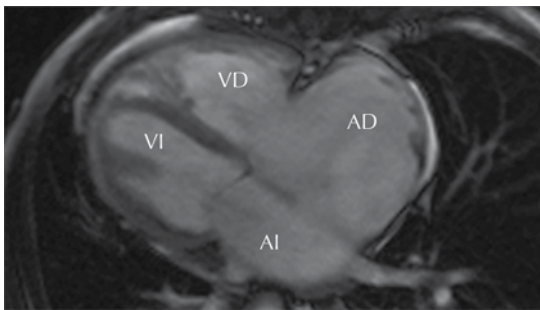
Resonancia magnética: *situs inversus* atrial con dextroápex. La aurícula derecha en este caso en anterior e izquierda, la aurícula izquierda es posterior y derecha.
